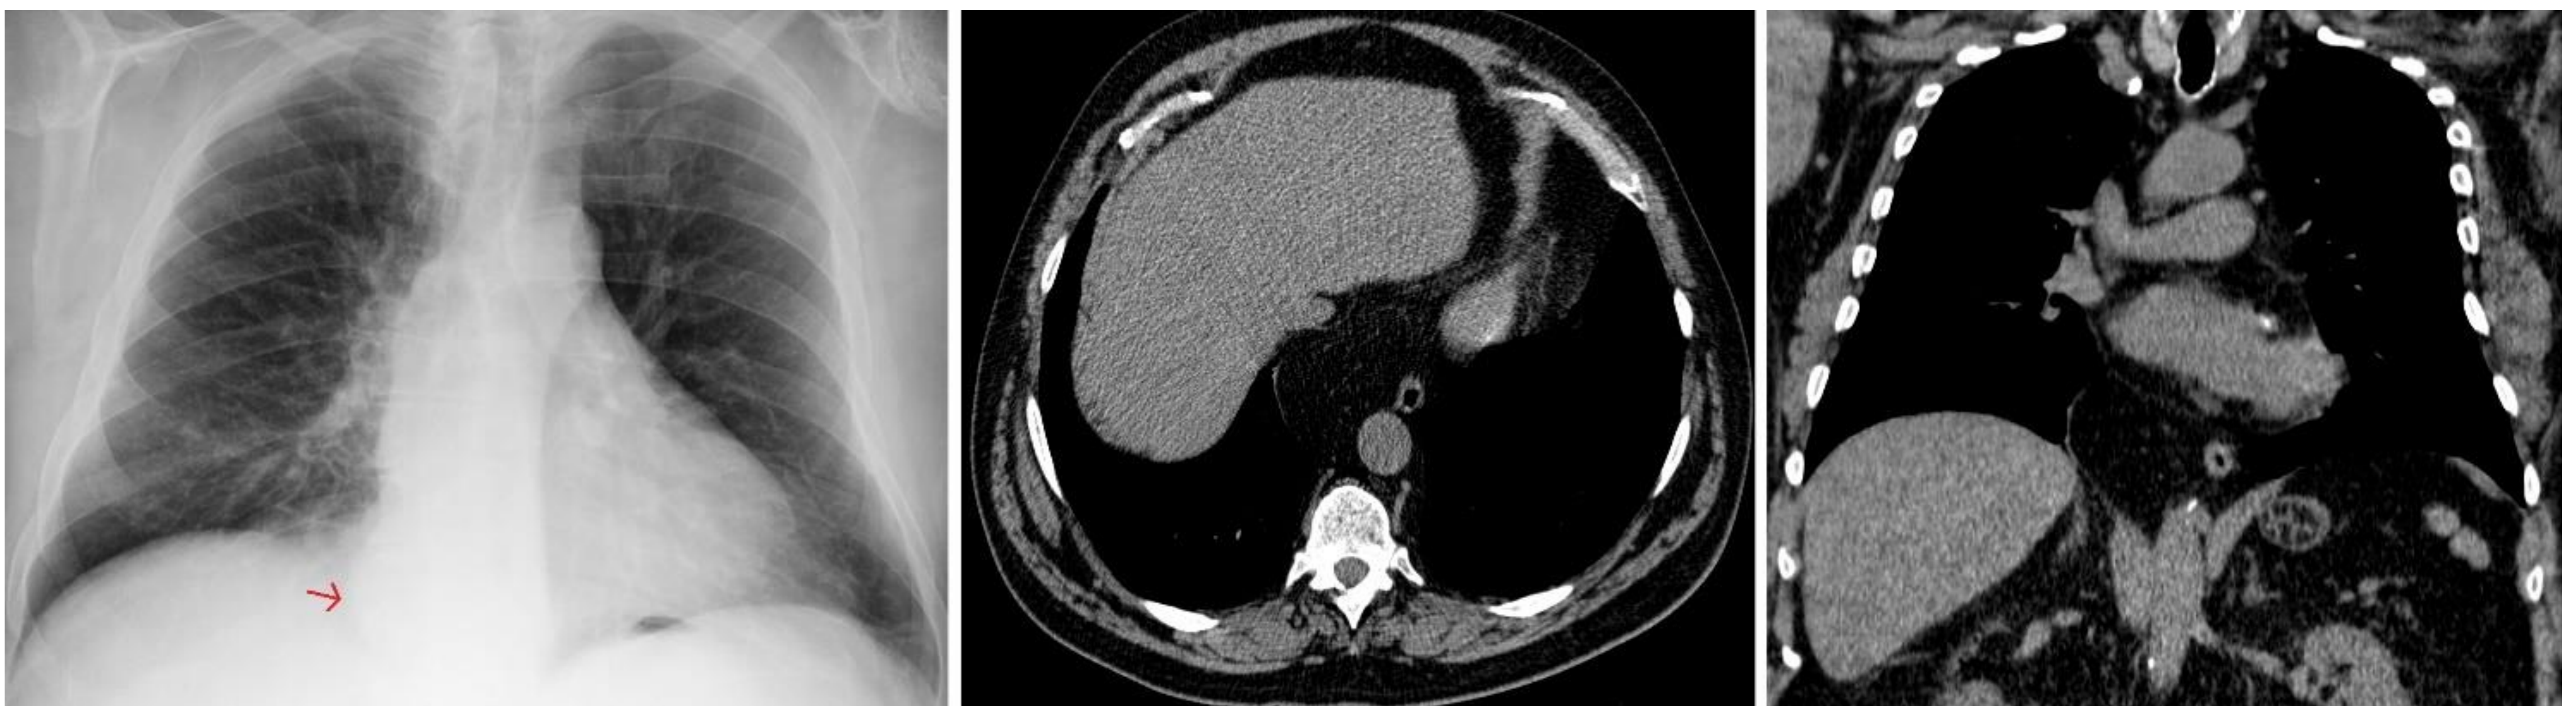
Radiografía PA de tórax y corte axial y coronal de TC sin contraste que muestran herniación únicamente de grasa abdominal a través del hiato esofágico diafragmático que ocasiona desplazamiento de la línea ácigo-esofágica en la proyección PA de la radiografía de tórax (flecha roja).
